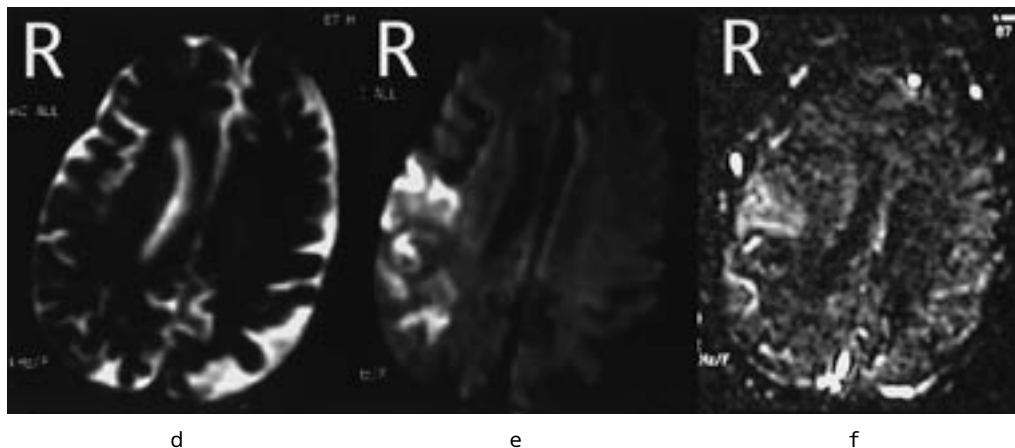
Fig .1 の症例の発症後 2 時間での MRI.
